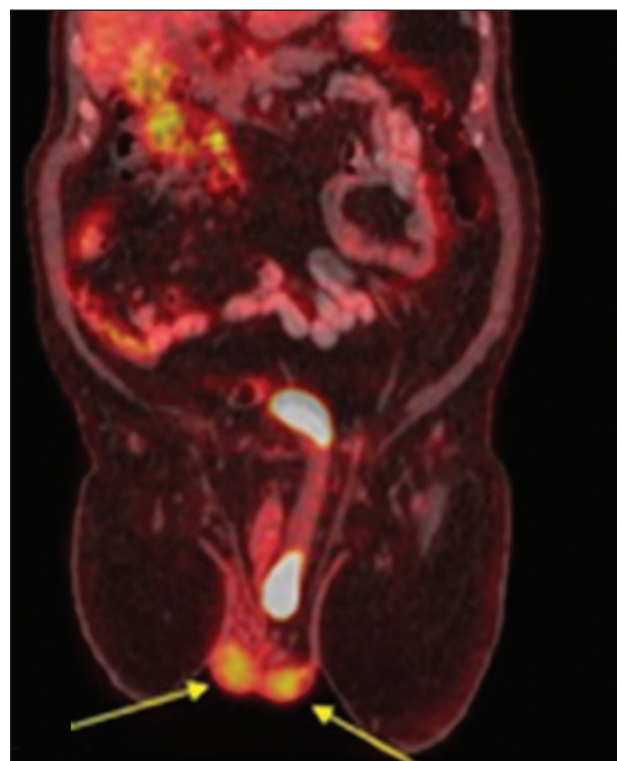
PET/CT com FDG, imagem de fusão mostra hérnia inguinal esquerda que contém a bexiga acumulando radiofármaco de modo fisiológico e os testículos normais (setas).
